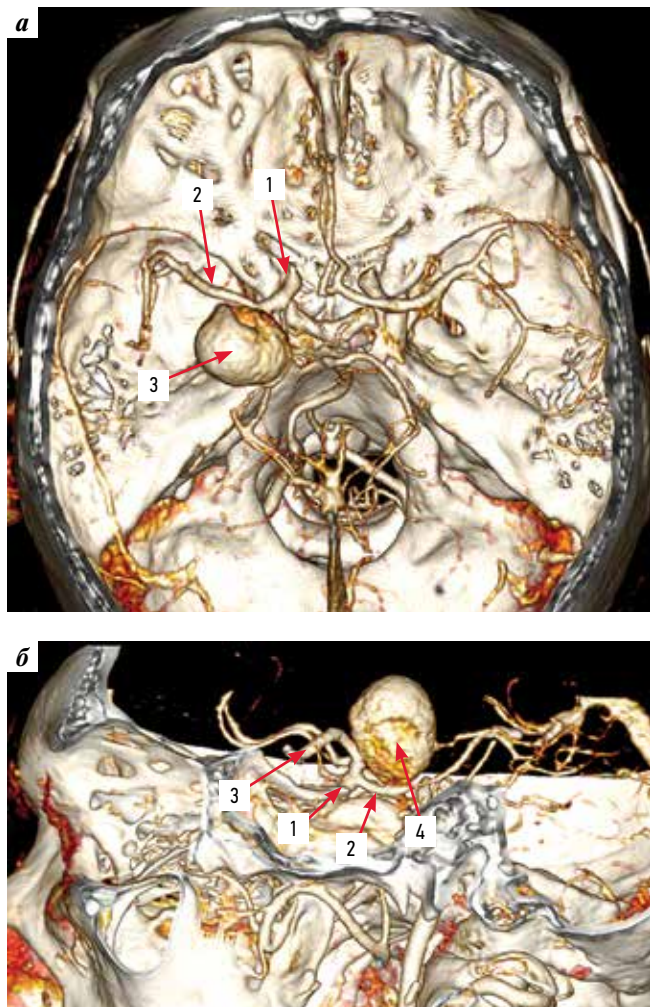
КТ-ангиография до операции, 3D-реконструкция: а – разомкнутый виллизиев круг, задняя трифуркация слева: 1 – левая внутренняя сонная артерия (ВСА), 2 – левая средняя мозговая артерия (СМА), 3 – купол аневризмы; б – экстра-интракраниальные артерии, сагиттальная проекция: 1 – левая ВСА, 2 – левая ЗСА, 3 – левая СМА, 4 – тело аневризмы
